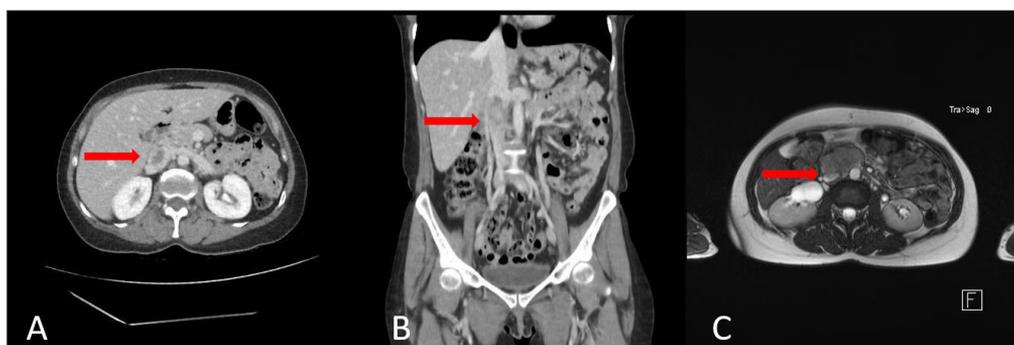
(A) e (B) Angiotomografia computadorizada de abdome e pelve em corte axial e coronal, respectivamente; (C) Ressonância magnética em corte axial em T2. Seta vermelha demonstrando leiomiossarcoma de veia cava inferior.
